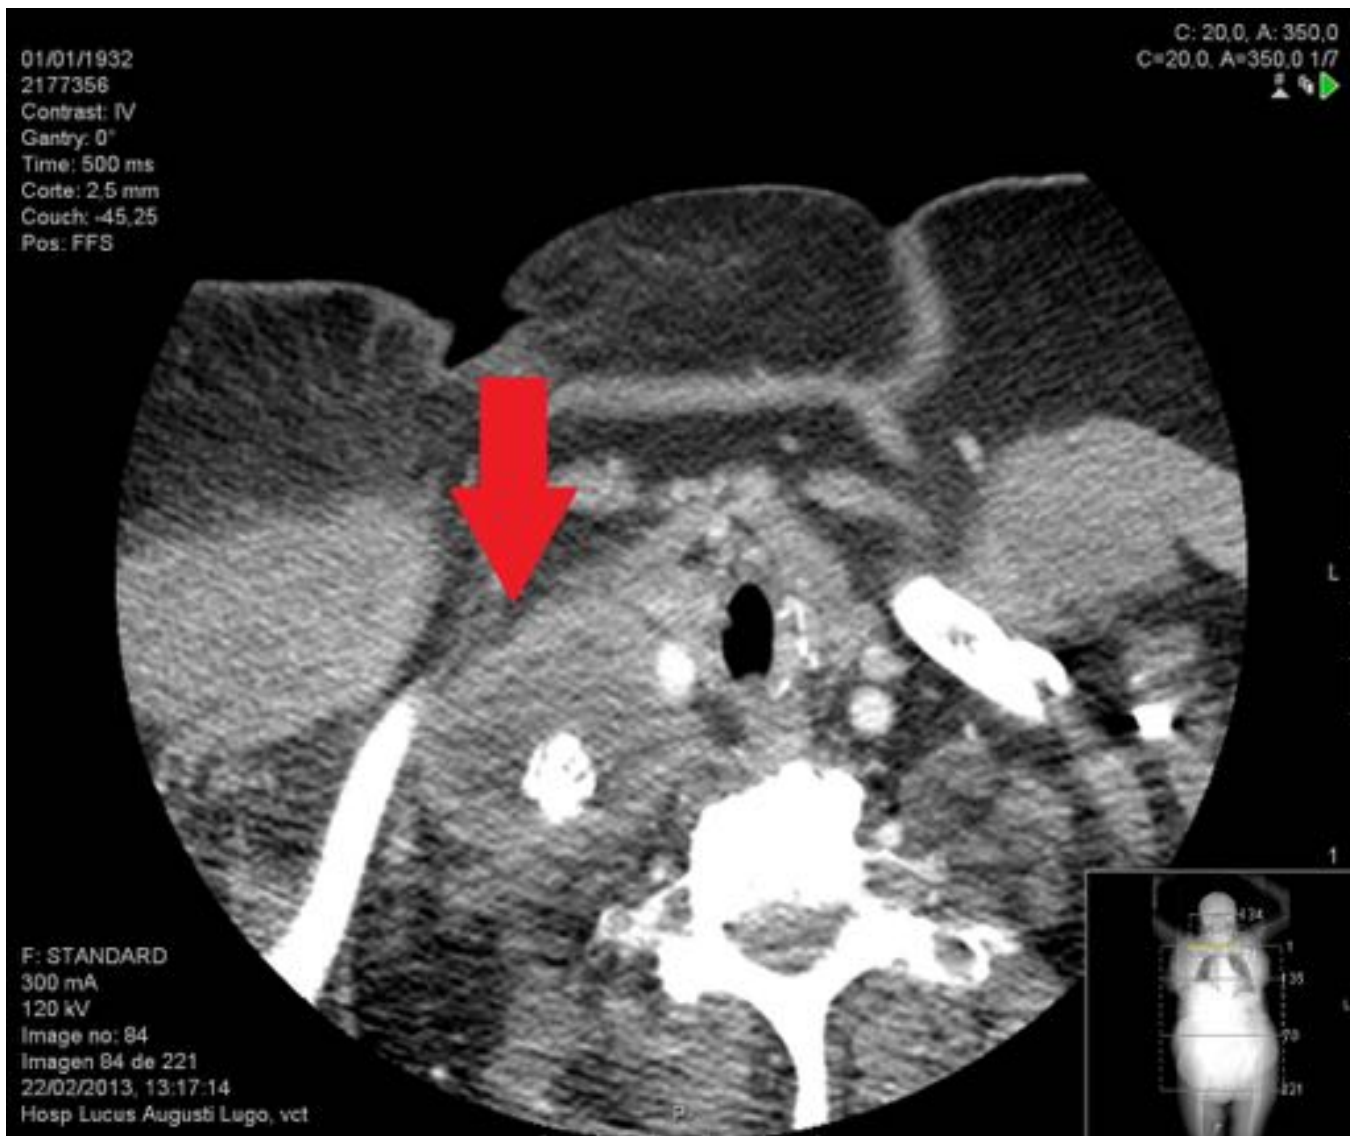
Visión por TAC de un cáncer escamoso diferenciado no queratinizado de tiroides, durante un control de progresión a distancia de la enfermedad
